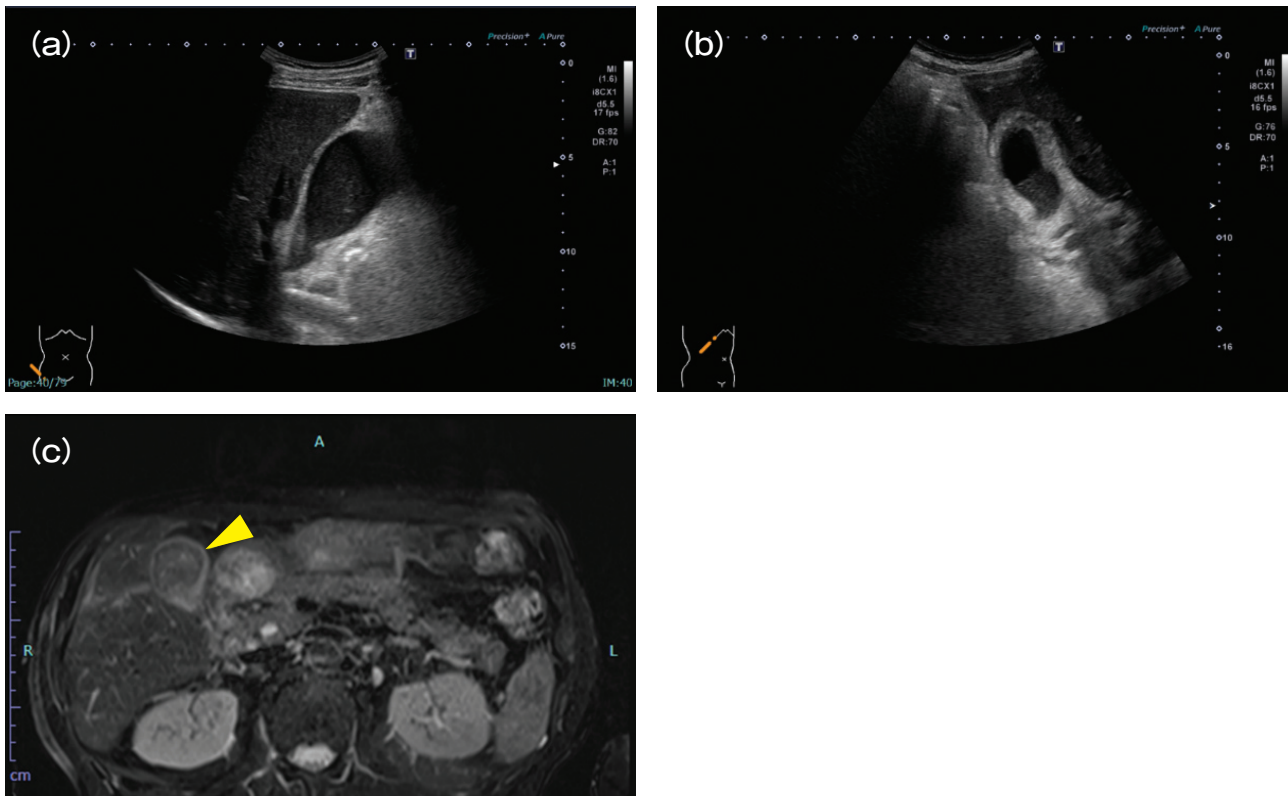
軽症急性胆嚢炎における超音波検査とMRI所見
